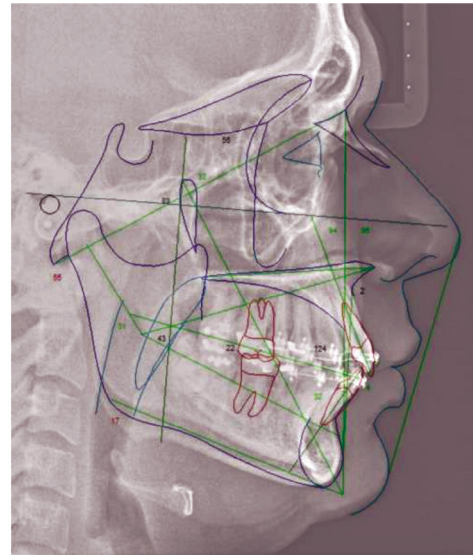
Telerradiografia lateral e traçado cefalométrico de Ricketts após a distalização.
